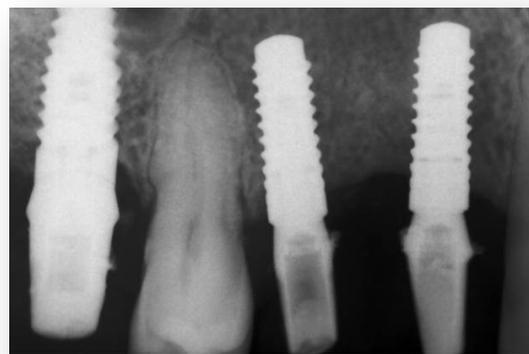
Radiografía apical de caso terminado
